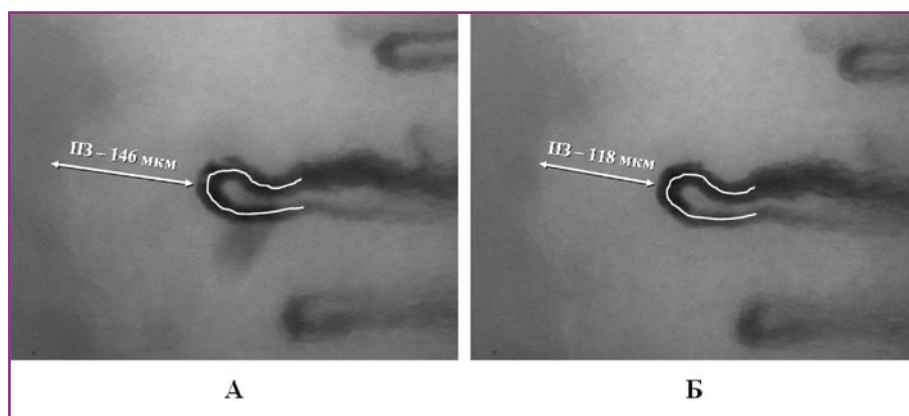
Капилляроскопия (А — исходно, Б — через два часа после окончания инфузии Актовегина; ПЗ — размер перикапиллярной зоны, белая линия — область расчета скорости капиллярного кровотока)
